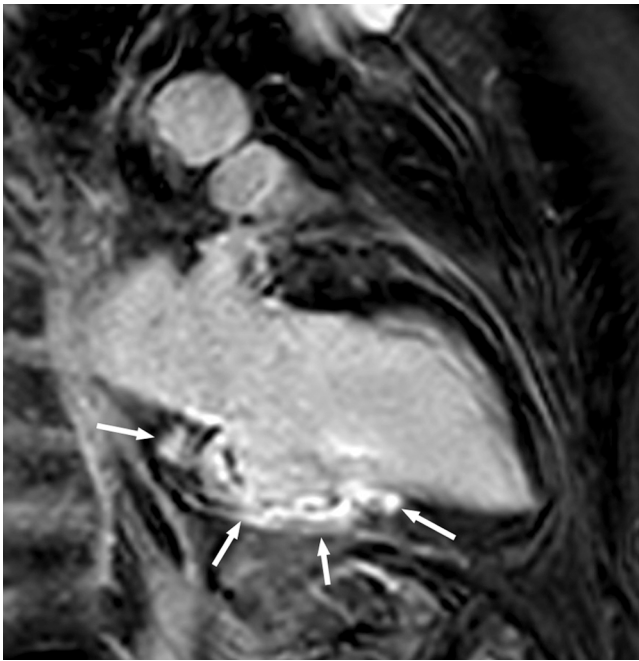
Varón de 39 años. La RM cardíaca en secuencia de realce tardío poscontraste, en plano de dos cámaras, demuestra hiperseñal miocárdica en los segmentos inferiores basales y medios (flechas) por contraste retenido en el miocardio patológico debido a infarto en el territorio de la coronaria derecha.
